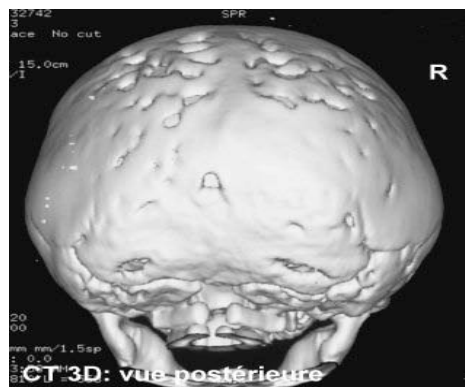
CT Scan 3D pré-opératoire :
